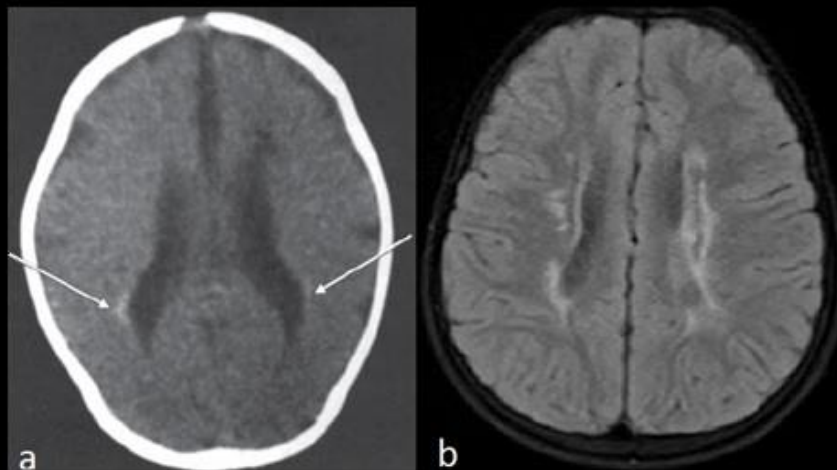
Comparación de tomografía axial computarizada (a) versus resonancia magnética (b), en un recién nacido con leucomalacia periventricular con ligera hemorragia parenquimatosa (flechas).
